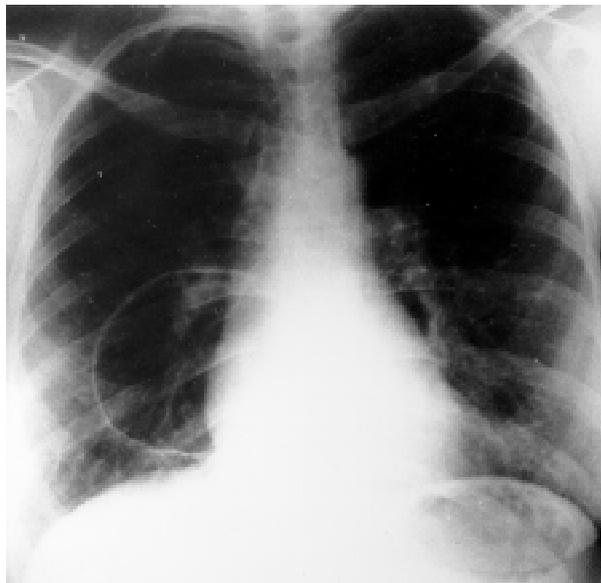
Radiografía simple de tórax
